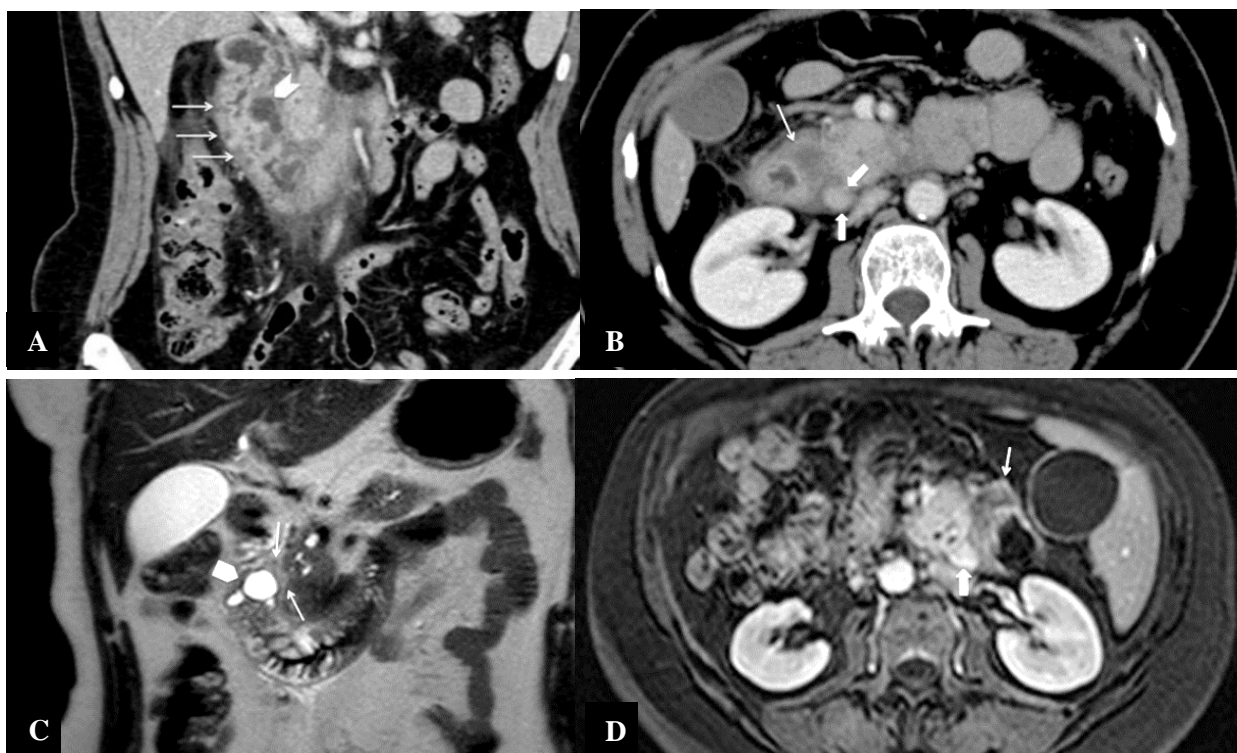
Dystrophie kystique de pancréas aberrant. (A, B) Coupes TDM axiale et coronale en phase portale montrent un épaississement pariétal circonférentiel (flèches A) avec une lésion kystique entourant la duodénale (tête de flèche A et C, flèche fine B et D) et densification de la graisse para-duodénale. Lésion isodense au pancréas à la TDM (flèches épaisses B) et rehaussée en IRM (flèche épaisse D) entre la tête pancréatique et la paroi duodénale (274).
